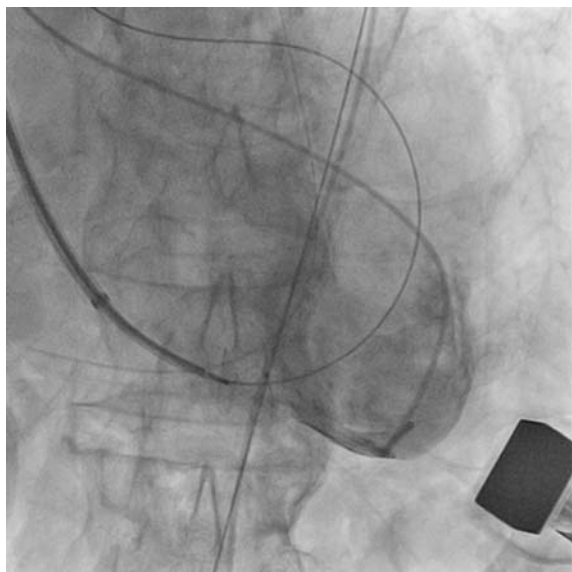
Ангиография левого желудочка в передне-задней проекции, представлена оптимальная позиция устройства, все еще прикрепленного к толкателю. Выполняется трансторакальная эхокардиография
